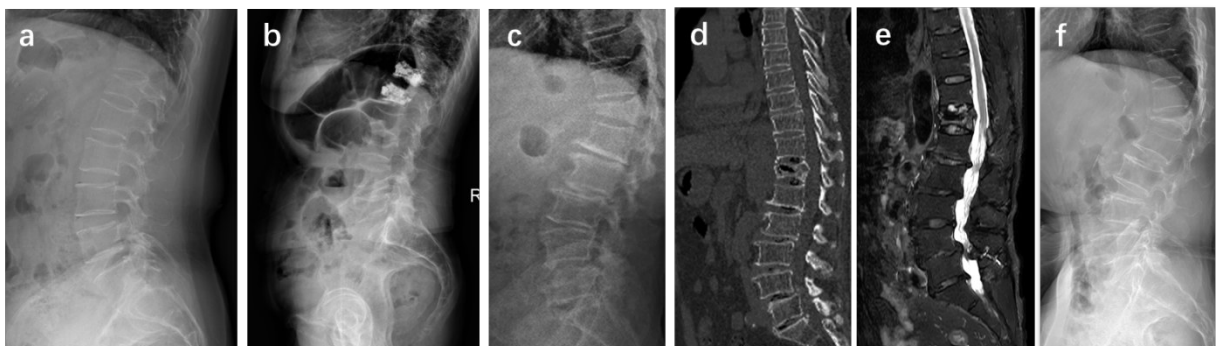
OF分型的影像学表现。a: 女性, 65 岁, 胸 12 椎体骨折, OF 2 型; b: 女性, 71 岁, 胸腰椎多发 OVF, 其中胸 12, 腰 1 椎体为骨水泥强化术后, 腰 3, 腰 5 椎体为 OF 3 型新鲜骨折, 腰 2 椎体为 OF 2 型陈旧骨折, 腰 4 为 OF 3 型陈旧骨折; c, d, e: 男性, 78 岁, 胸 12 椎体 OF 4 型骨折(椎体整体结构消失), CT 和 MRI 检查证实胸 12 椎体四壁骨折, 椎体内真空裂隙征; f: 女性, 68 岁, 腰 1 椎体 OF 4 型骨折(椎体塌陷型)
